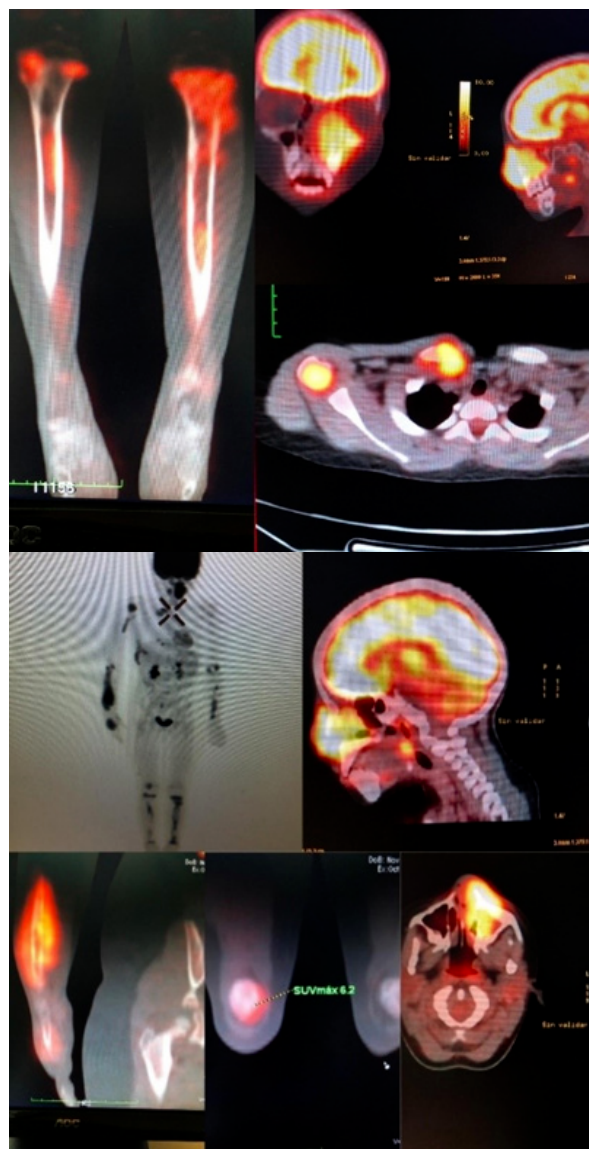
PET SCAN 10/2019. Lesión ósea y de tejidos blandos en macizo facial extensa. Múltiples lesiones óseas hiper-metabólicas en ambas tibias, ambos cúbitos, húmero derecho y clavícula. Lesión torácica y paravertebral subpleural derecha hiper-metabólica.
